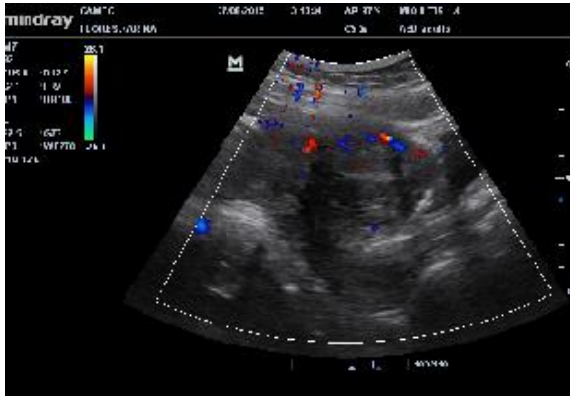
Doppler color previo al tratamiento. (Vascularización periférica del mioma)
